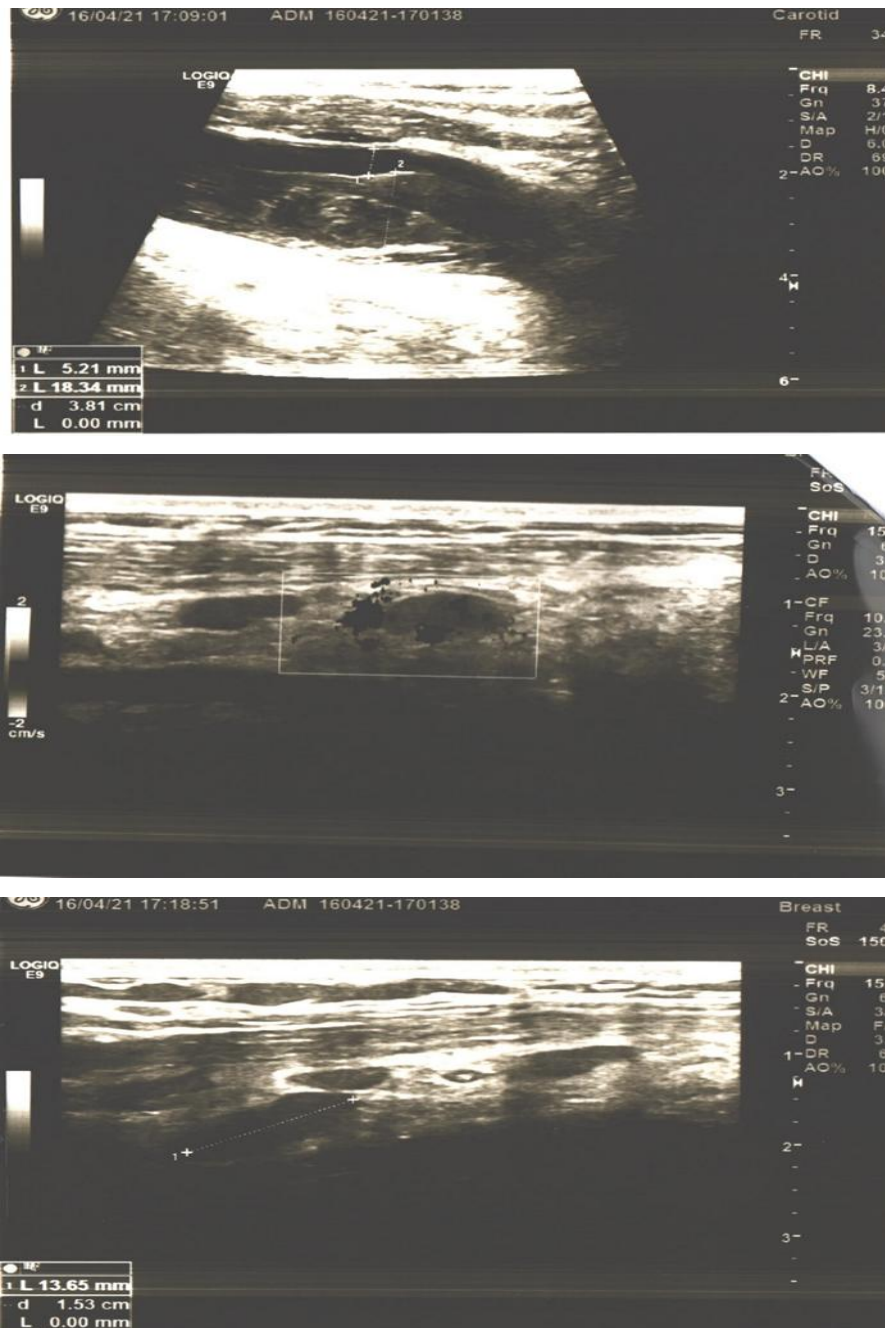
Doppler vascular cu constatarea trombozei (imagini proprii).
